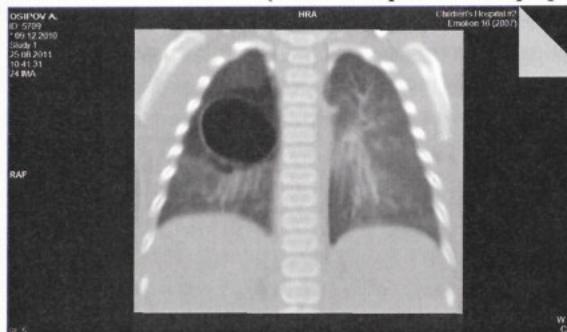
Киста легкого. (компьютерная томография в прямой проекции).
